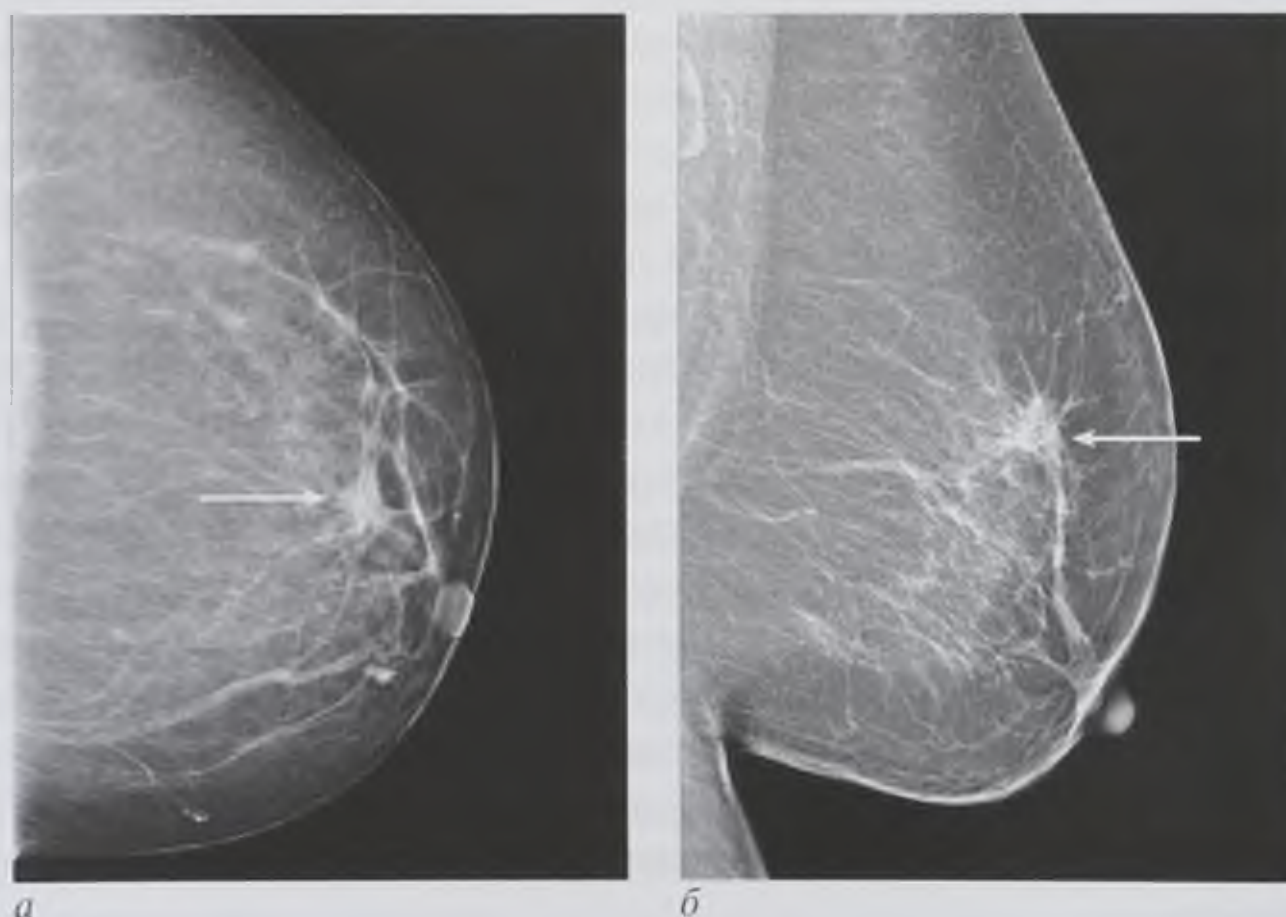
Рентгенограммы молочной железы в краниокаудальной (а) и косой (б) проекциях. Рак молочной железы (стрелки)
